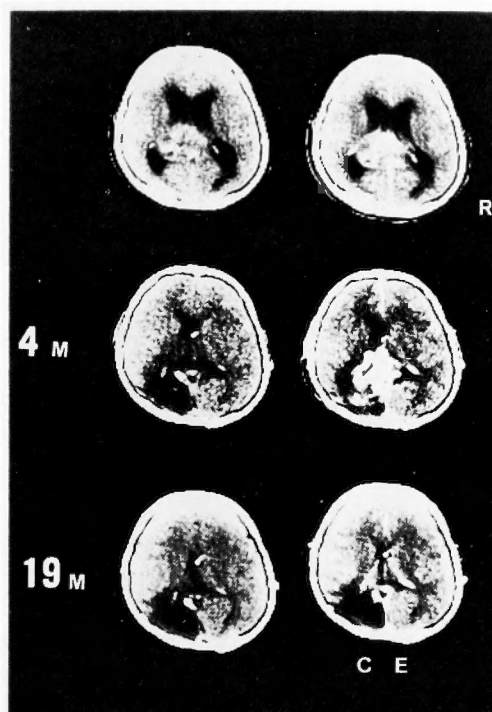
Serial CT scans in a 23-year-old female with glioblastoma (Type 2). Initial CT scans show an area of mixed high density with remarkable CE in the lateral ventricle (uppermost). On the CT scans taken 19 months after treatments, there is only small CE.
